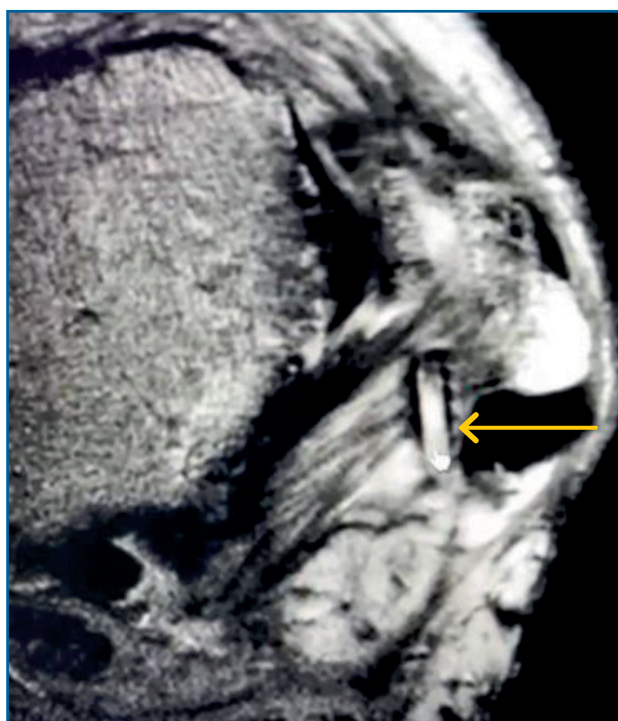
Proyección axial en resonancia magnética con evidencia de migración del arpón a la región posterior del peroné (flecha) en paciente a quien se le realizó artroscopia anterior más reparación ligamentosa lateral.
